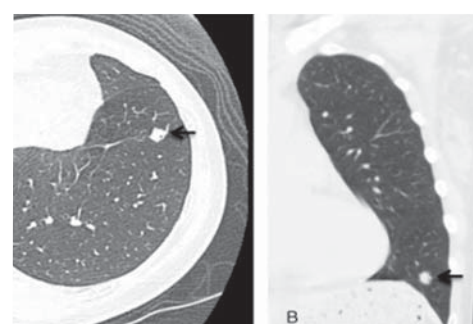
КТ-изображения в саггитальной (А) и фронтальной (В) плоскостях показывают одиночный легочный узелок нижней доли левого легкого, длиной 1,0 см, с нерегулярными границами и центральным ослаблением интенсивности тени (стрелка)
